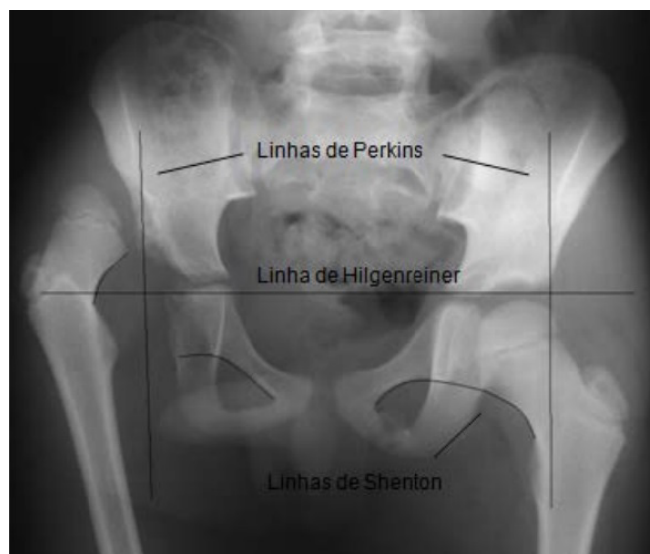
Radiografia da bacia com displasia de desenvolvimento da anca à direita.
